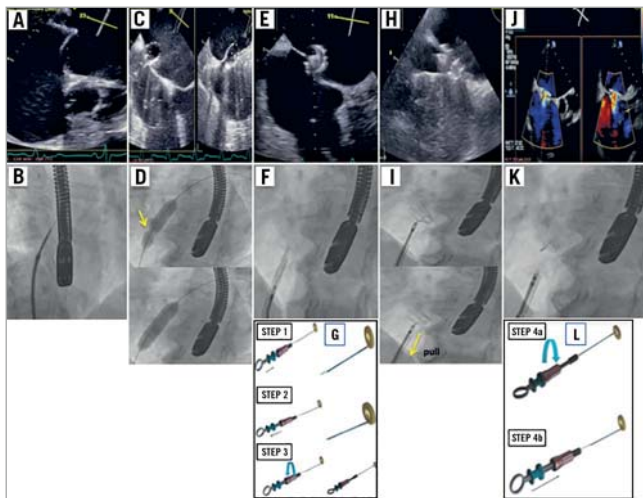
Examples of implantation procedure images of the AFR. Echocardiographic (A) and fluoroscopic (B) images of the transseptal puncture. Echocardiographic (C) and fluoroscopic (D) images of the balloon atrial septostomy (yellow arrow shows the hourglass balloon formation at the start of the septostomy). Echocardiographic (E) and fluoroscopic (F) images of the deployment of the left atrial disc, of the right atrial disc (yellow arrow shows the pull manoeuvre to prove stability before deployment) (H & I), and after release (J & K). Instructions to grip and lock the AFR device on the pusher (G) and for release by opening the locking mechanism (L).
